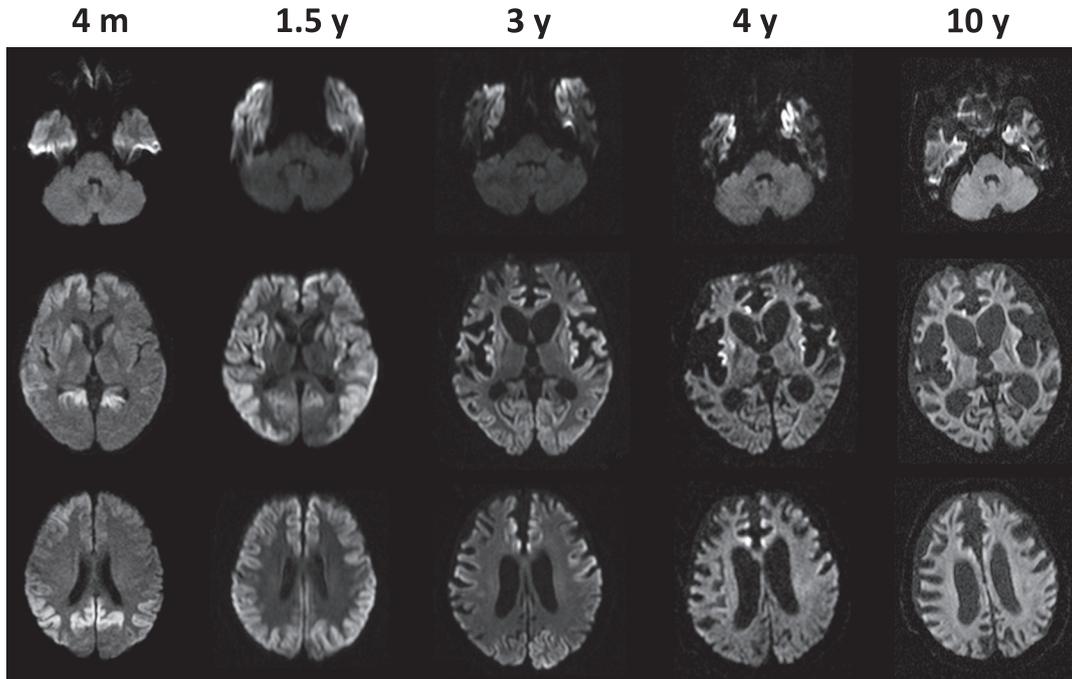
Brain MR images (diffusion weighted images).
